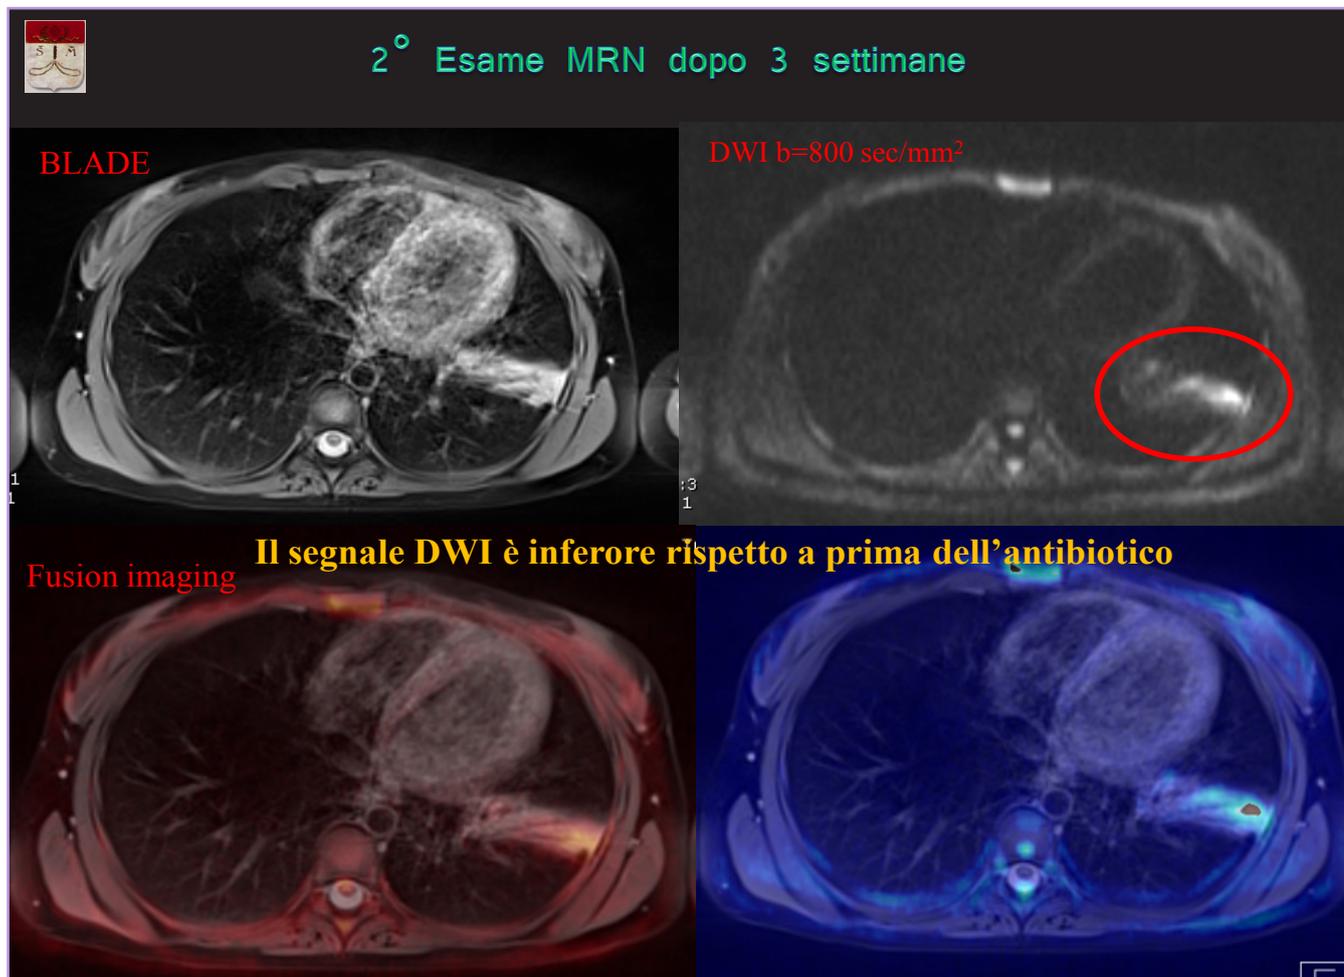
Si vedono qui di seguito 4 sezioni del polmone allo stesso livello viste in RMN con 3 sequenze diverse dopo il trattamento antibiotico: a) immagine morfologica (Blade, in alto a sinistra), DWI (in alto a destra), 2 immagini Fusion (nelle due figure in basso). Queste ultime sono ottenute con un'elaborazione data dalla sovrapposizione delle 2 immagini superiori (Blade e DWI) e serve per localizzare esattamente in che zona del polmone si trova l'hotspot (cerchiato in rosso, probabile focus di infiammazione) visibile in DWI. Si vede come nel confronto con la Figura 2 nella sequenza DWI il segnale è meno intenso.
